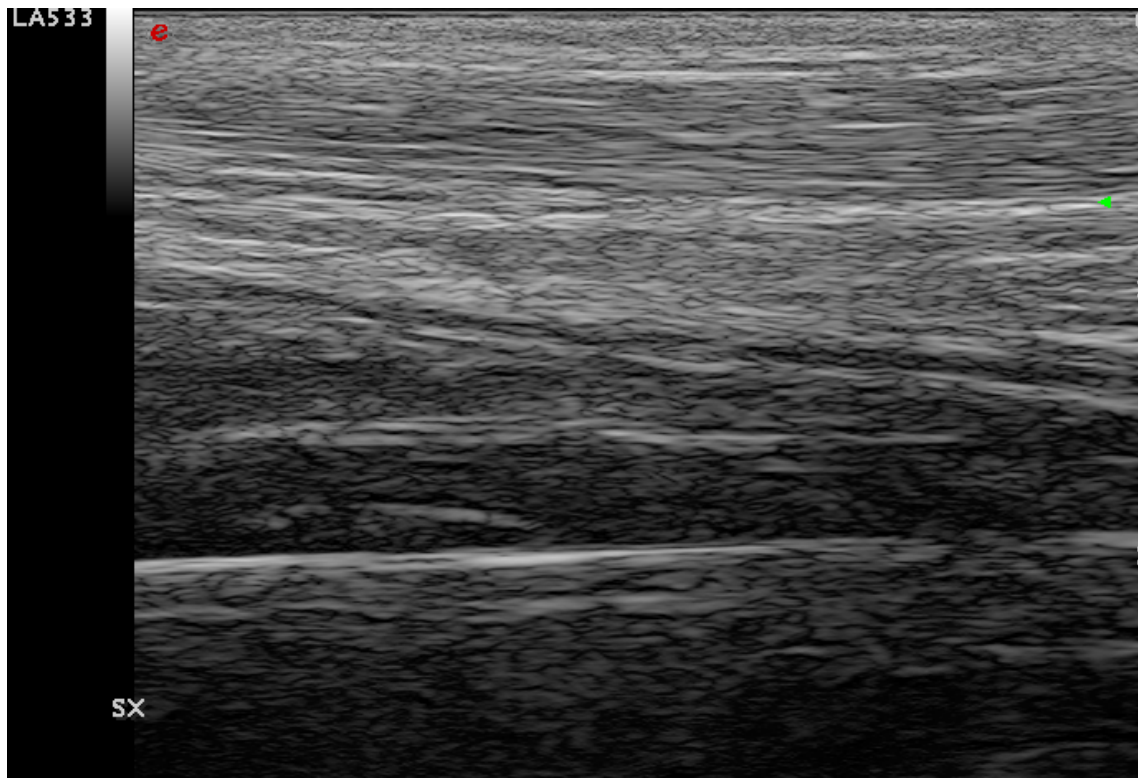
Scansione longitudinale all'ecografia B-mode del tendine d'Achille sinistro, prima dell'induzione della lesione: il tendine appare di normale spessore, con fibre isotropiche.
